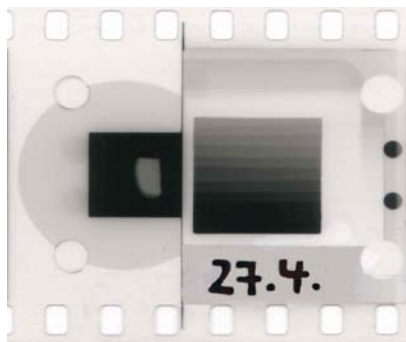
Mikroradiografische Aufnahme der Probe 27.4 vor dem Versuch ohne Fluorid (links Probe, rechts Aluminiumeichtreppe)
